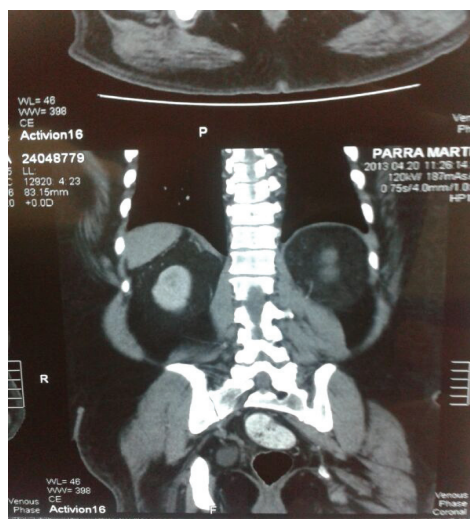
TAC de abdomen contrastado que evidencia masa sólida con centro hipodenso que sugiere un área de necrosis con leve captación del medio de contraste y de 59 mm de diámetro. El hallazgo sugiere una lesión neoplasia
